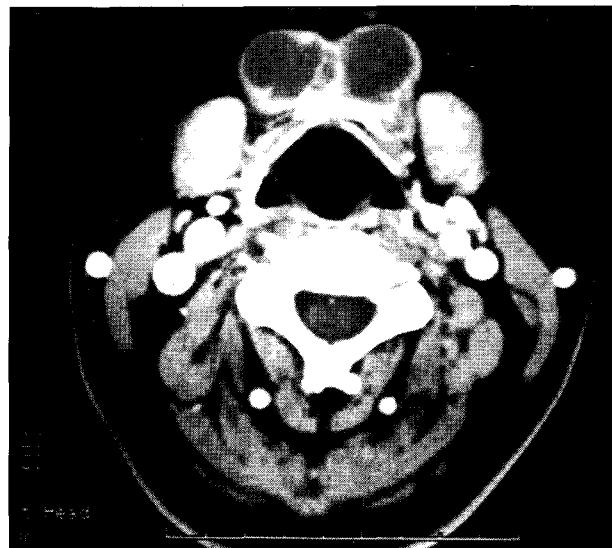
CT scan of the neck showed calcified cystic mass below the glossus muscle.
